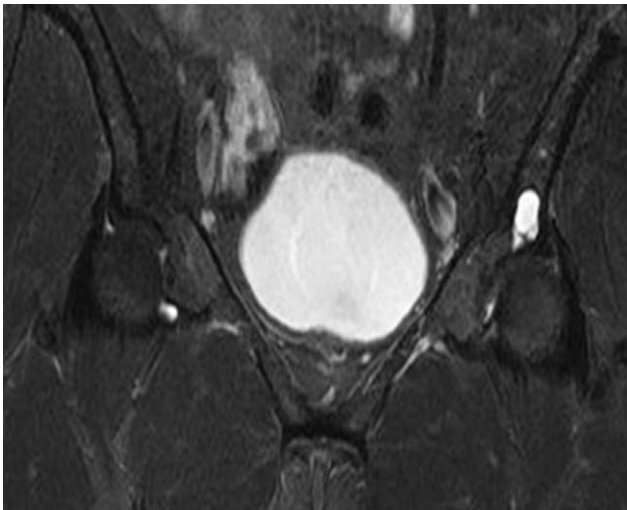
Coxarthrose gauche. IRM. Coupe frontale T2. Présence d'une gêode à la partie antérieure de l'articulation.
